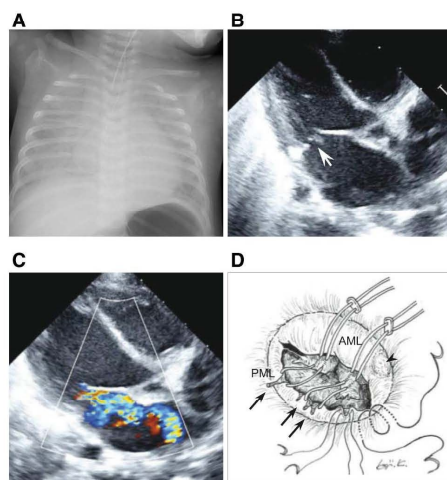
Case presentation of acute rupture of the mitral chordae tendineae in an infant (a 4-month-old female). A, A chest X-ray shows pulmonary congestion with mild cardiomegaly (cardiothoracic ratio=0.60). B, An echocardiogram of the left parasternal long axis view demonstrating the severely prolapsed posterior leaflet of the mitral valve (arrow). C, A 2-dimensional Doppler cardiogram showing severe mitral regurgitation and an enlarged left atrium. D, The operative record of the mitral valve and ruptured chordae tendineae. The arrows indicate ruptured chordae tendineae. The arrowhead indicates yellowish degeneration of the anterior mitral leaflet (AML). PML indicates posterior mitral leaflet.
